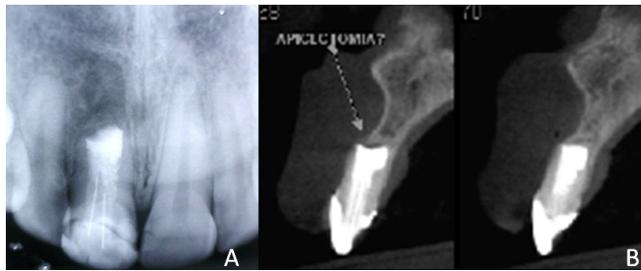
Radiografia Final (A) e Tomografia do Feixe Cônico Final (B), controle de 2 anos do dente 11.
